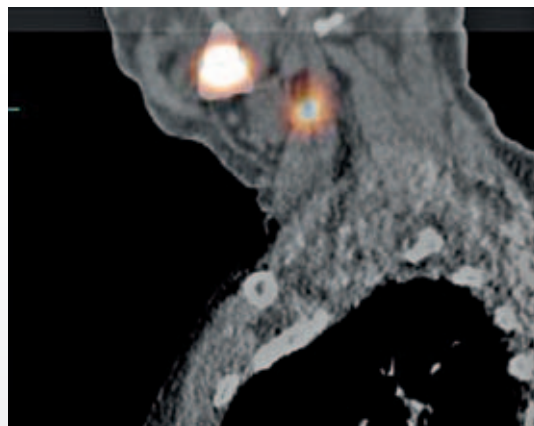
SPECT-CT af en patient med mundhulekræft med sentinel node lokaliseret svarende til kæbevinklen.
